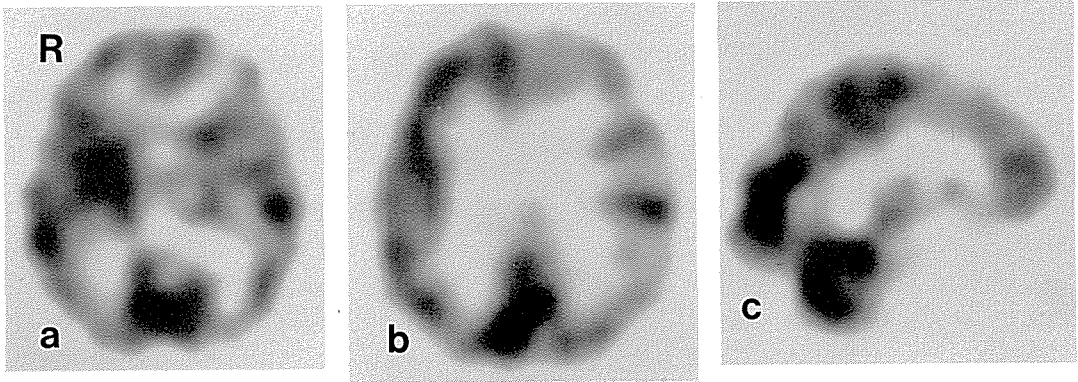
発症1カ月後のI<sup>123</sup>IMP-SPECT
